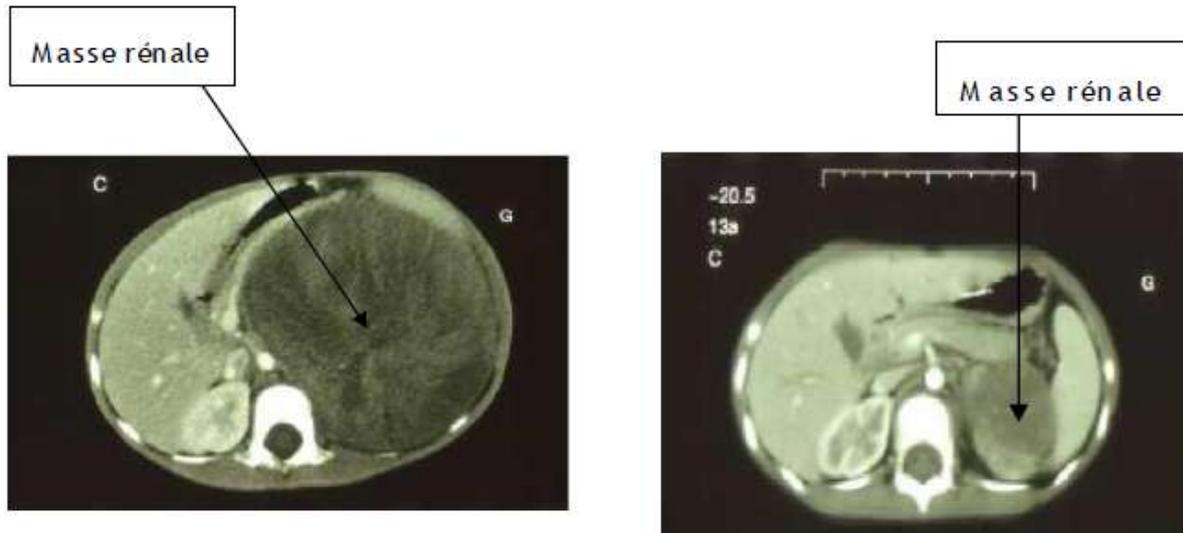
(A)TDM avant chimiothérapie. (B) : TDM après chimiothérapie.
